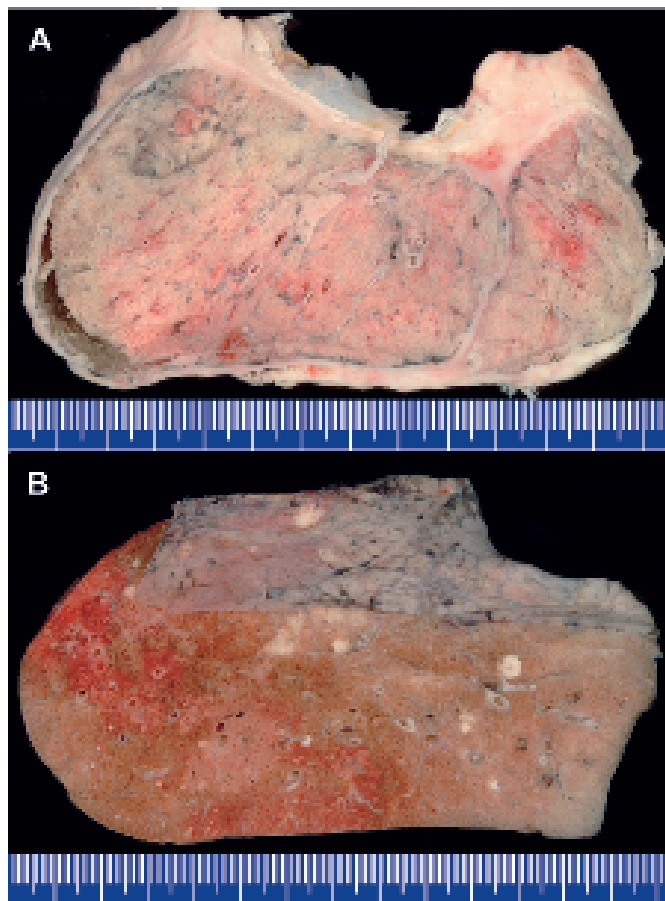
A CT-gerechter Horizontalschnitt eines epitheloid differenzierten, malignen Pleuramesothelioms (rechtsseitig); B multiple kontralaterale pleurale und intrapulmonale Metastasen (linksseitig) [88-jähriger Mann; Makrofotos].
